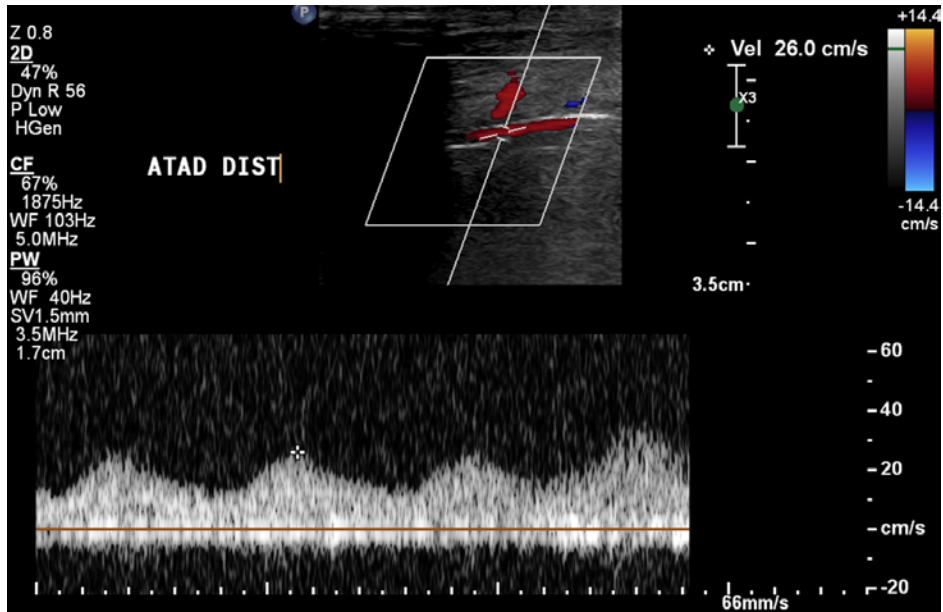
Doppler pulsado da artéria tibial anterior direita (terço distal)
